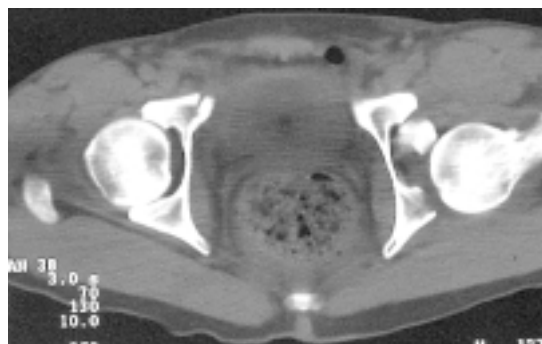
Imagem de Tomografia Computadorizada mostrando fratura do rebordo posterior e fragmento intra-articular
